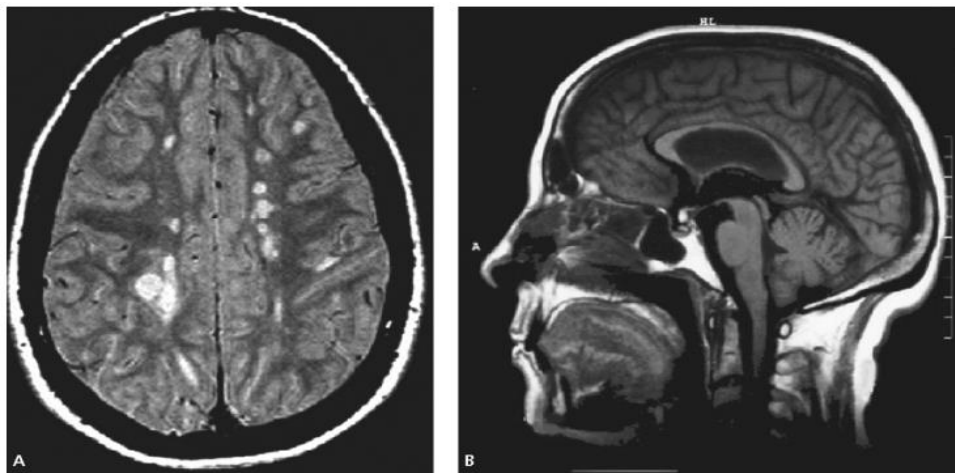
Imagen de RM de pacientes con EM. A-Lesiones periventriculares. B-Atrofia del cuerpo calloso. (Porcel y Olivares, 2011).
